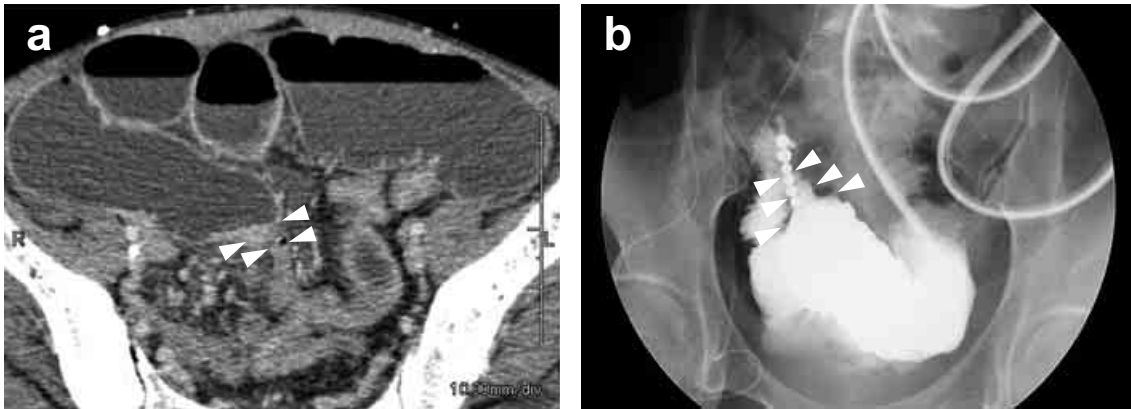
Abdominal CT findings (a) and radiography by a long tube (b) revealed dilated small bowel with stricture in the ileum (arrows) and collapsed small bowel in pelvic space.
